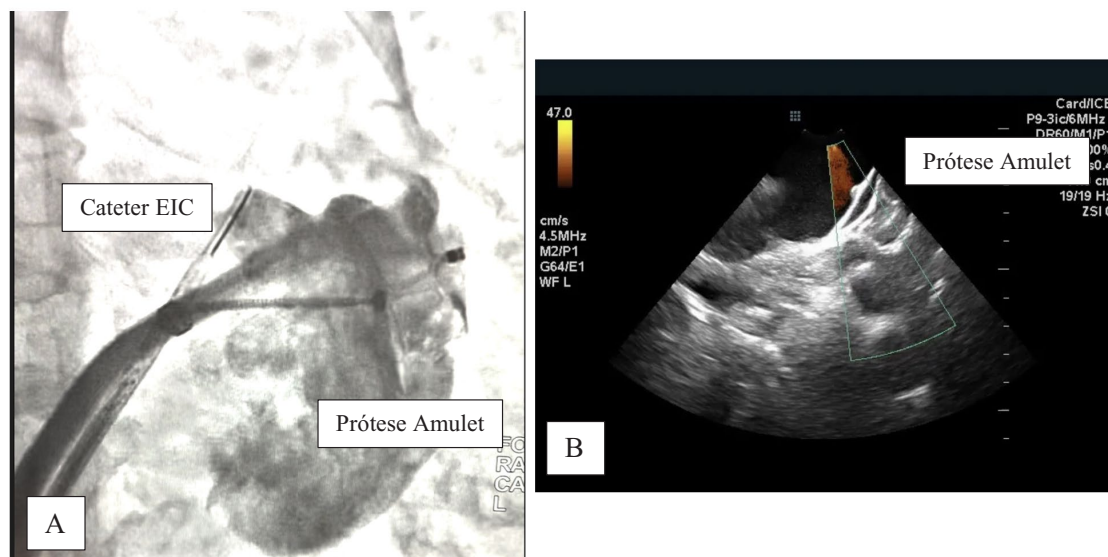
A) Cateter de ecocardiograma intracardíaco visualizado na fluoroscopia em posição de “home view” esquerdo para avaliação final da prótese de OAAE antes da liberação; B) Posição final da prótese de Amulet™ após sua liberação e análise com doppler para avaliação de vazamento periprotético. EIC: ecocardiografia intracardíaca.
